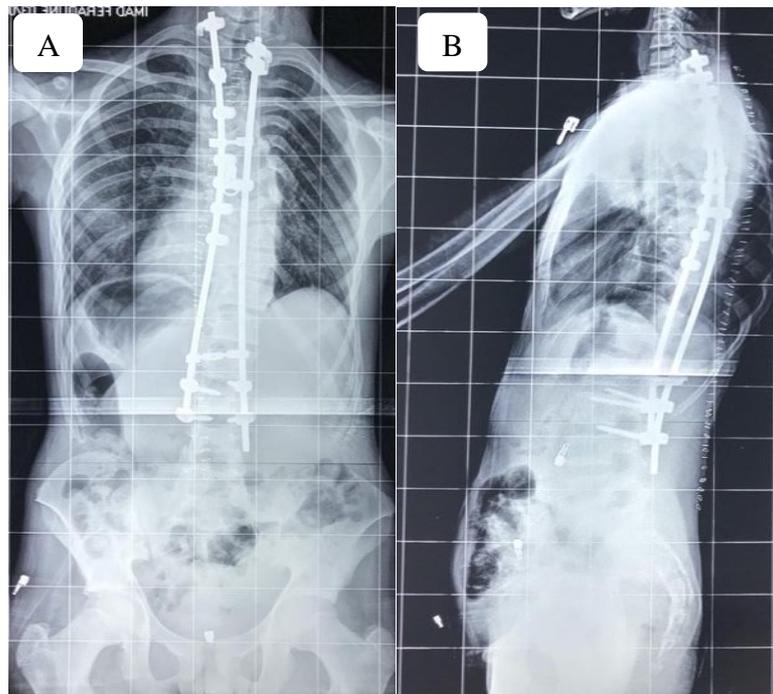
Radiographie de contrôle en post-opératoire : A) de face, B) de profil
